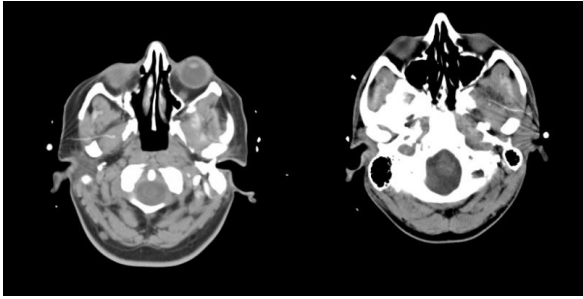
Right and left SpE's position at axial CT image.
